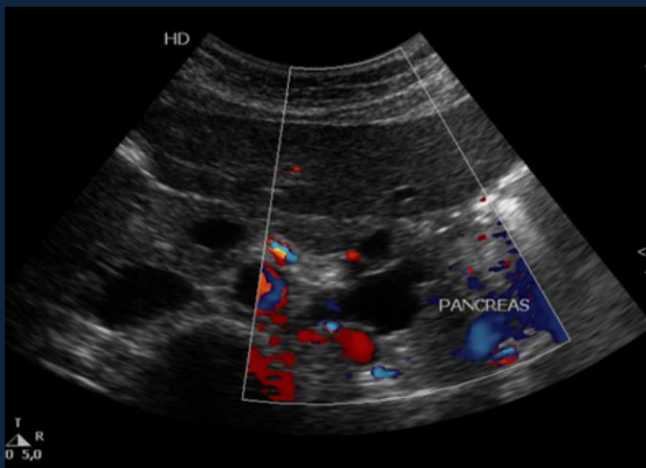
Ecografía de abdomen en paciente con antecedente de pancreatitis, se visualiza a nivel de cuerpo de páncreas imagen redondeada de aspecto líquido compatible con Pseudoquiste pancreático.
